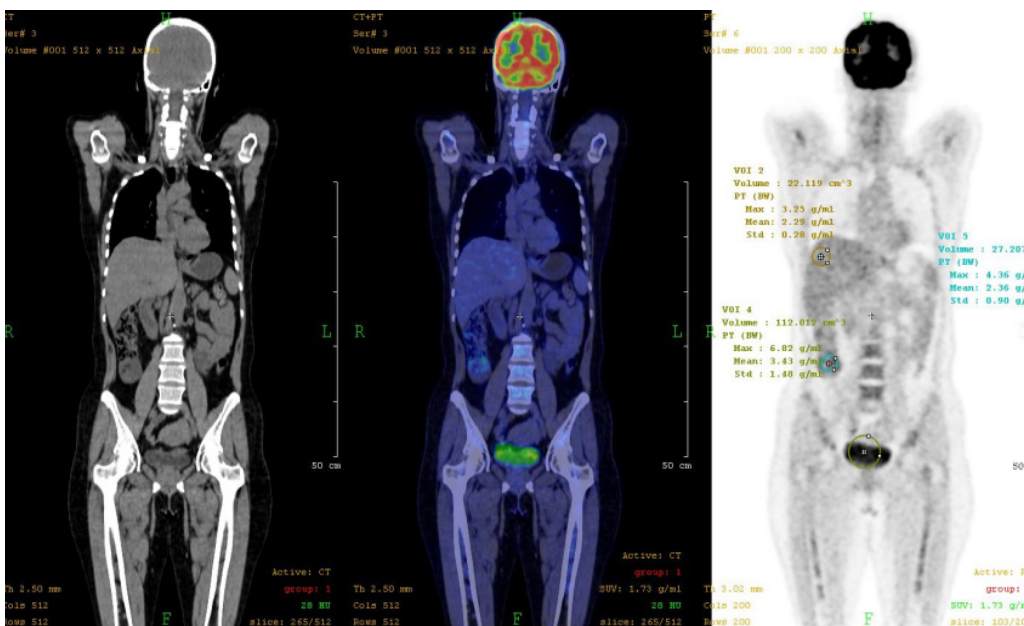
Pacientja e moshës 37 vjeçare, e trajtuar nga Limfoma Hodking. Një PET/CT normale tregon shpërndarje uniforme të radiofarmaceutikut pa grumbullime të pazakonta të aktivitetit metabolik, që sugjeron mungesën e proceseve patologjike si kanceri, infeksioni ose inflamacioni. Imazhet CT shfaqin struktura anatomike normale pa anomalitë të dukshme, ndërsa imazhet PET nuk tregojnë ndonjë zonë me rritje të aktivitetit të pazakontë metabolik. Përgjigje positive ndaj terapisë (SHSKUK, QKUK, Klinika e Mjekësisë Nukleare) vendosniburimin/vegëzën e fotosbrendakllapave... Pacientja, me Karcinomë gjirit. St. Post op. ET hormonoterapiam. SPECT/CT, lamzhi 3D, tregon dy vatra fokale me aktivitet të shtuar osteoblastik në brinjën 8, 9 majtas, si pasojë e fractures osteoporotike.
